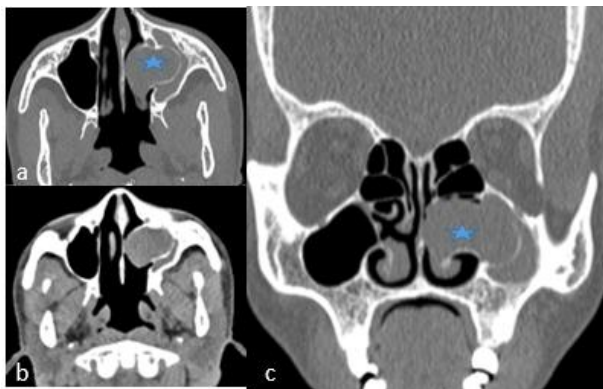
TDM du massif facial en coupes axiale et coronale : a et b : Coupe axiale, c : coupe coronale, Etoile en bleu montre la mucocèle du sinus maxillaire gauche hypodense par rapport aux muscles avec amincissement des parois osseuses entraînant une obstruction de la fosse nasale gauche.
